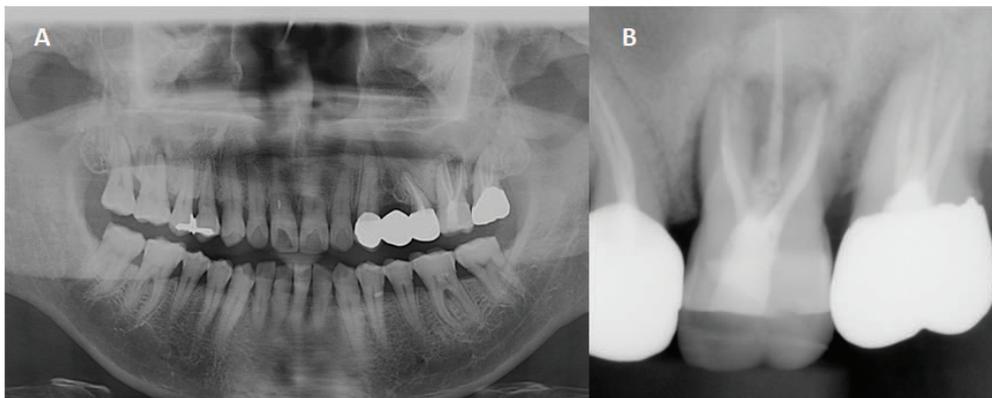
수술 2년 뒤 A. 파노라마 방사선 사진 B. 구내 방사선 사진
